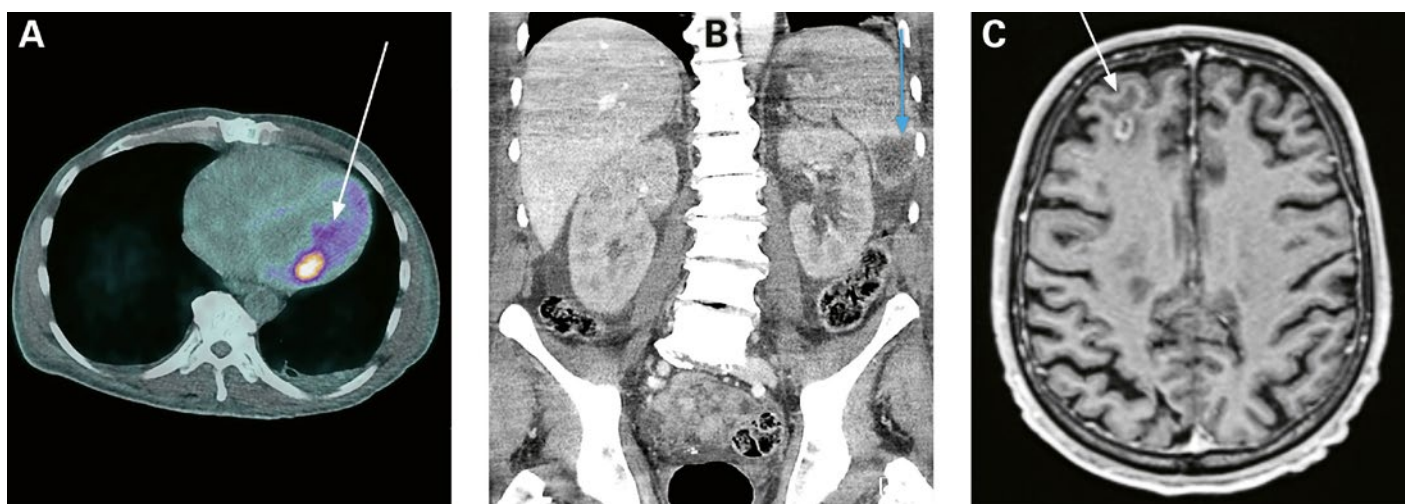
A) Cliché de TEP-TDM au (18F)FDG du cœur (coupe axiale) montrant une activité accrue dans la région de la prothèse valvulaire aortique. B) Tomodensitométrie de l'abdomen (coupe coronale) montrant des embolies septiques dans la rate. C) Imagerie par résonance magnétique du neuro-crâne (coupe axiale) avec embolies cérébrales septiques.
